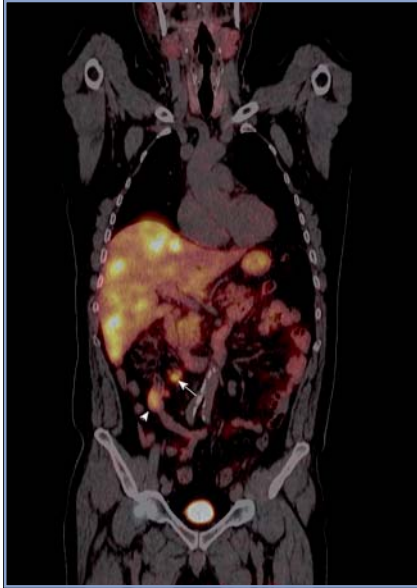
PET/CT con Ga⁶⁸ DOTATATE, imagen fusionada coronal. Se muestra tumor neuroendocrino primario en íleon (cabeza de flecha), adenopatías mesentéricas (flecha) y múltiples metástasis hepáticas con sobreexpresión de receptores de somatostatina. La intensidad de la expresión de receptores es variable y se demuestra por la intensidad del color.
